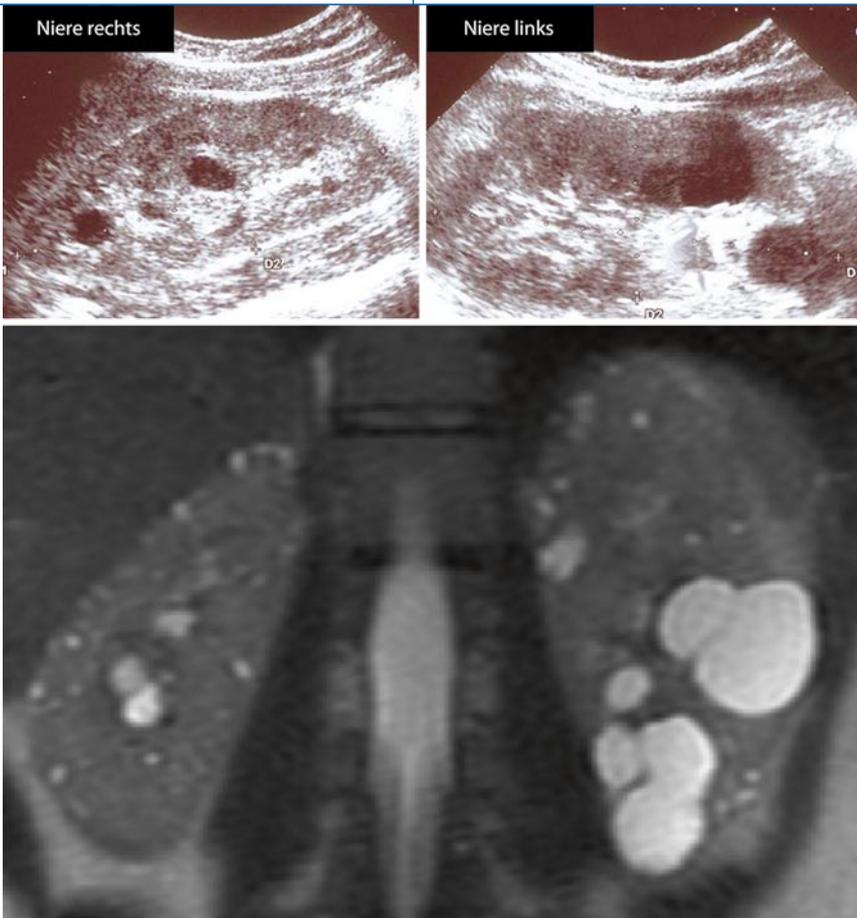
▲ Vergleich einer MRT- und Ultraschalluntersuchung bei demselben ADPKD (autosomal-dominante polyzystische Nierenerkrankung)-Patienten. Mittels MRT lassen sich wesentlich mehr und kleinere Zysten detektieren
